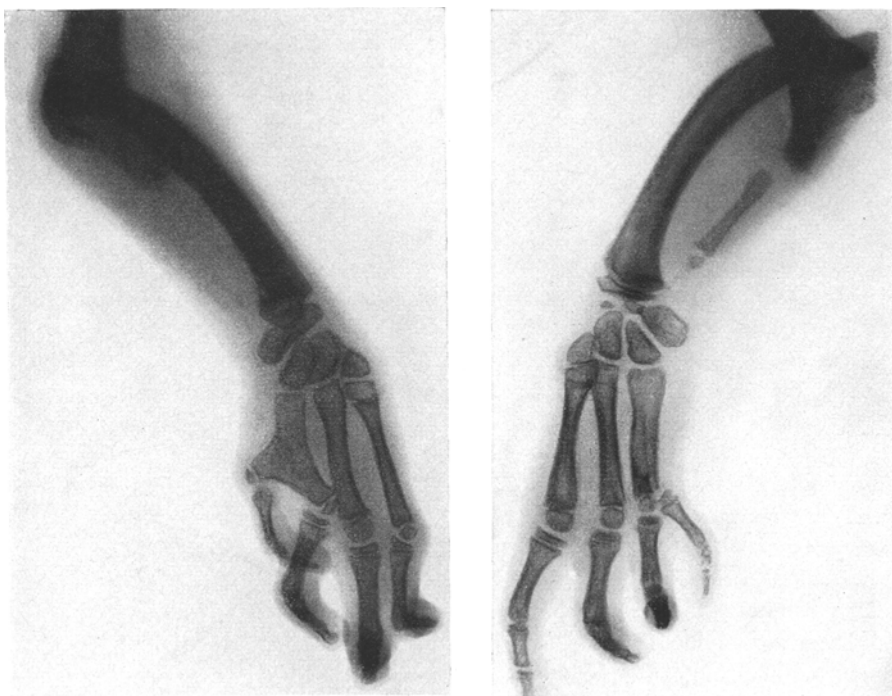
Röntgenbilder der Abb. 1. Die Ellen fehlen fast, die Daumen ganz, Defekte der Handwurzelknochen, die ulnaren Mittelhandknochen sind verbildet, die Speichen nach dorsal luxiert.
